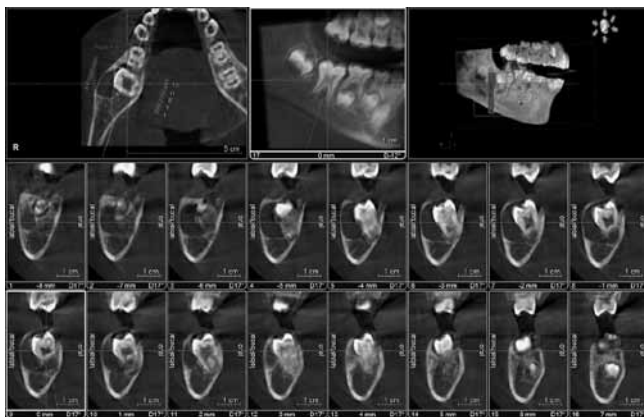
Examen con tomografía computarizada de haz cónico: se observa la pieza 4.6 en evolución extraósea, en vestibuloversión, con presencia de extensa imagen hipodensa vestibular, con expansión de tabla ósea vestibular y en íntima relación con canal mandibular.
